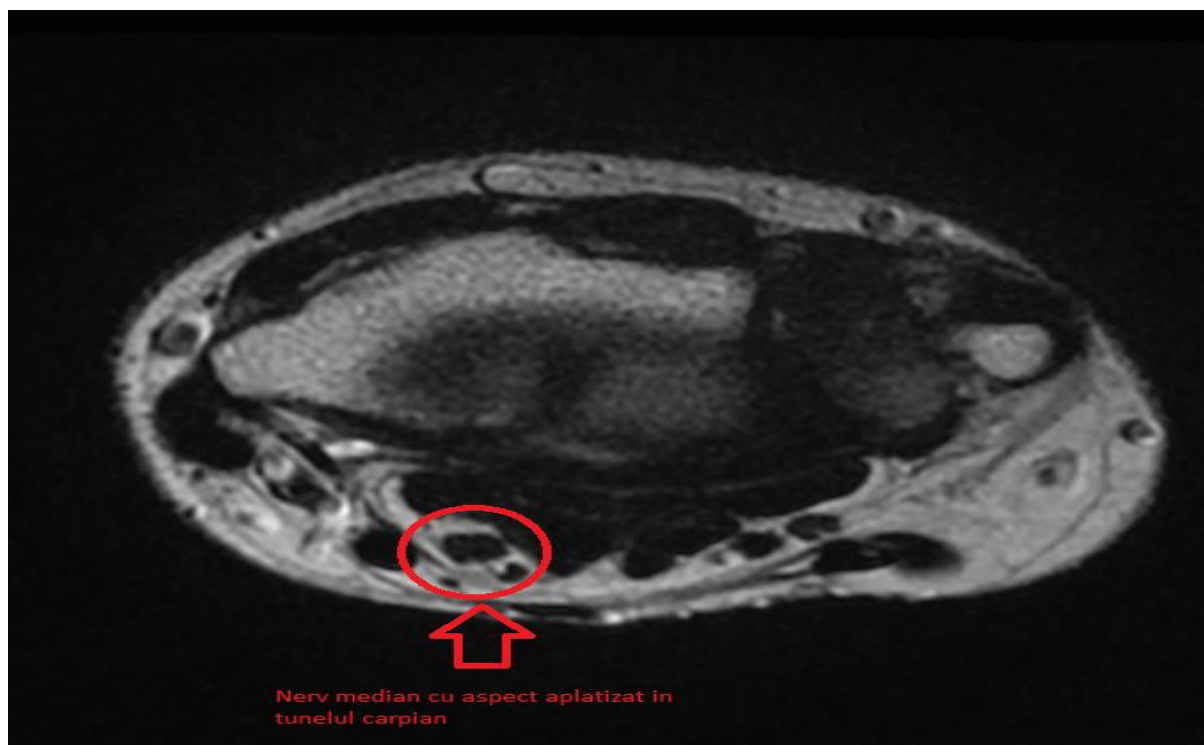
IRM preoperator – aspect aplatizat al nervului median.
